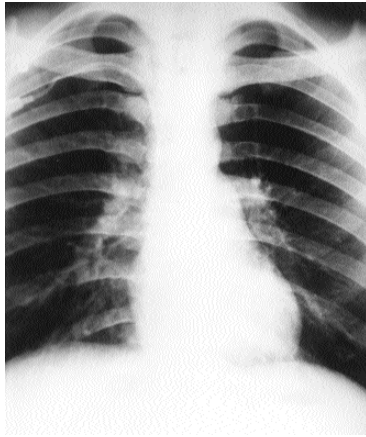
Preoperatif akciğer grafisinde hilal şeklinde görünüm (Monad bulgusu).
